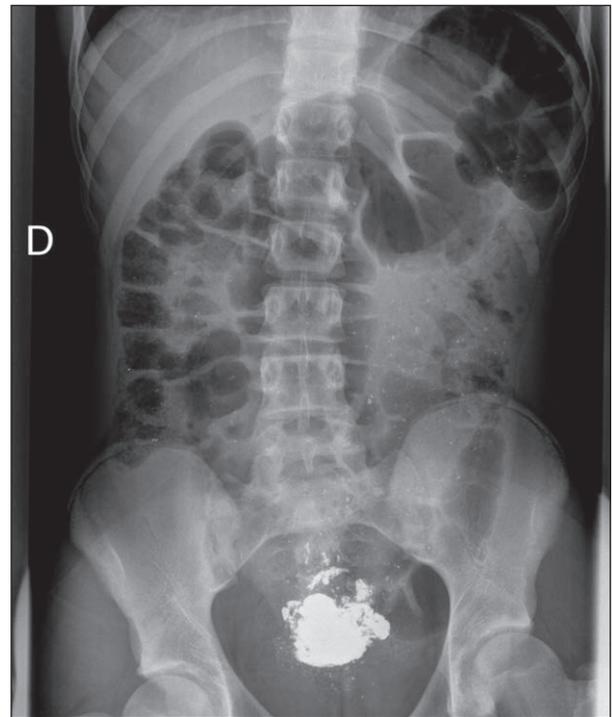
Radiografía de abdomen tras intervención por parte de Cirugía.
